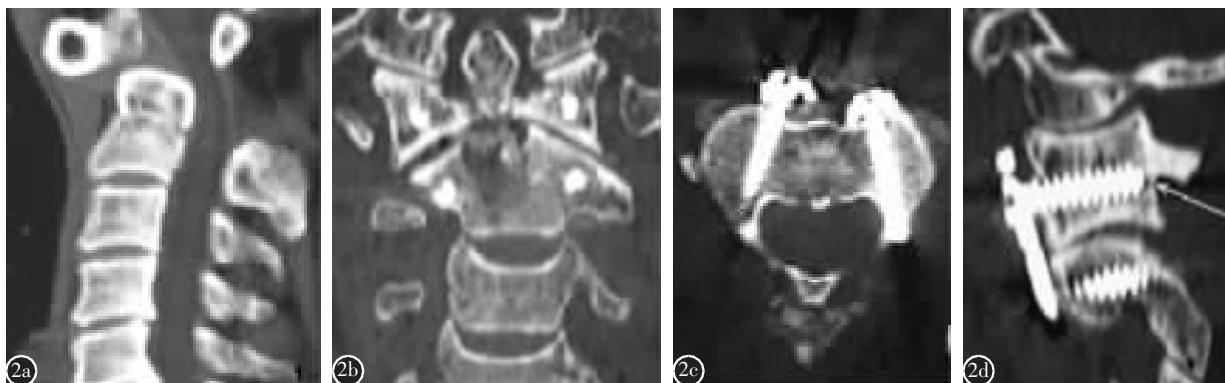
a术前CT扫描显示寰枢椎脱位 b术后CT扫描显示前路寰枢椎进钉点 c术后CT横断面扫描显示枢椎椎弓根钉位置良好,未穿破椎弓根侧壁 d术后CT矢状面扫描显示寰枢椎脱位恢复,钉道位置良好
